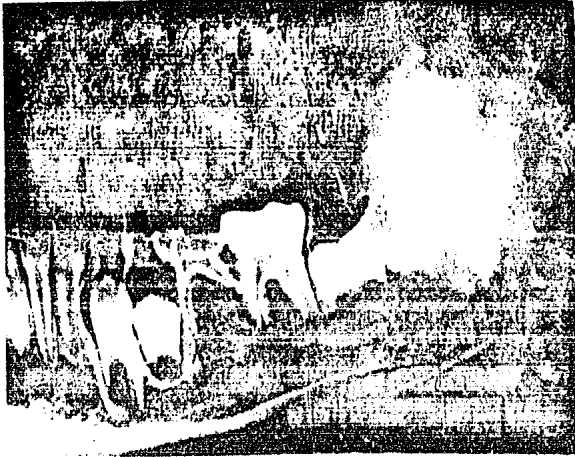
Radiografía Panorámica de la Porción Mandíbular Afectada. Se observa la gran masa tumoral en la rama ascendente con destrucción del Cóndilo y de la Apófisis Coronoides. También hay cambios Osteolíticos en el cuerpo mandíbular. (16).
